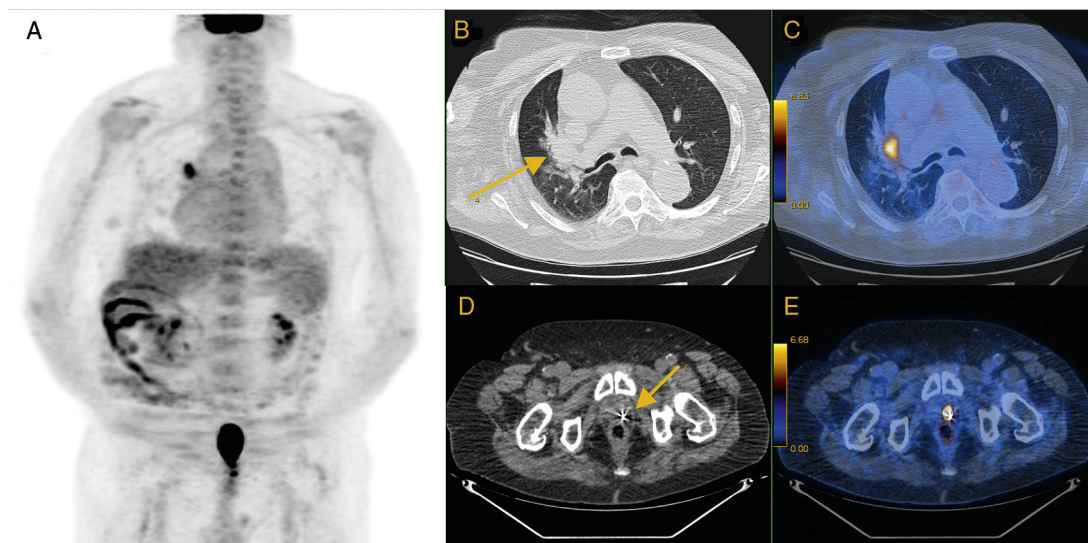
Varón de 80 años, con antecedentes de adenocarcinoma de próstata, T4N1M0, Gleason 8 y PSA > 20 ng/dl en el momento del diagnóstico en 2011 tratado con hormonoterapia y radioterapia externa. En 2013 presenta recidiva bioquímica, por lo que se decidió tratar con braquiterapia. Ahora, sospecha de lesión pulmonar primaria pero sin sospecha de recidiva en próstata. A) Imagen MIP. B y C) Corte transversal de TC con ventana de pulmón e imagen de fusión PET/TC en donde se identifica una lesión hipermetabólica parahiliar derecha (flecha) sospechosa de malignidad. D y E) Corte transversal de TC con ventana de abdomen e imagen de fusión PET/TC en donde se detecta un depósito focal de actividad en la porción posterior del lóbulo prostático izquierdo, proyectado sobre una semilla de braquiterapia, que incrementó su metabolismo en la adquisición tardía de pelvis, compatible con recidiva de próstata.
